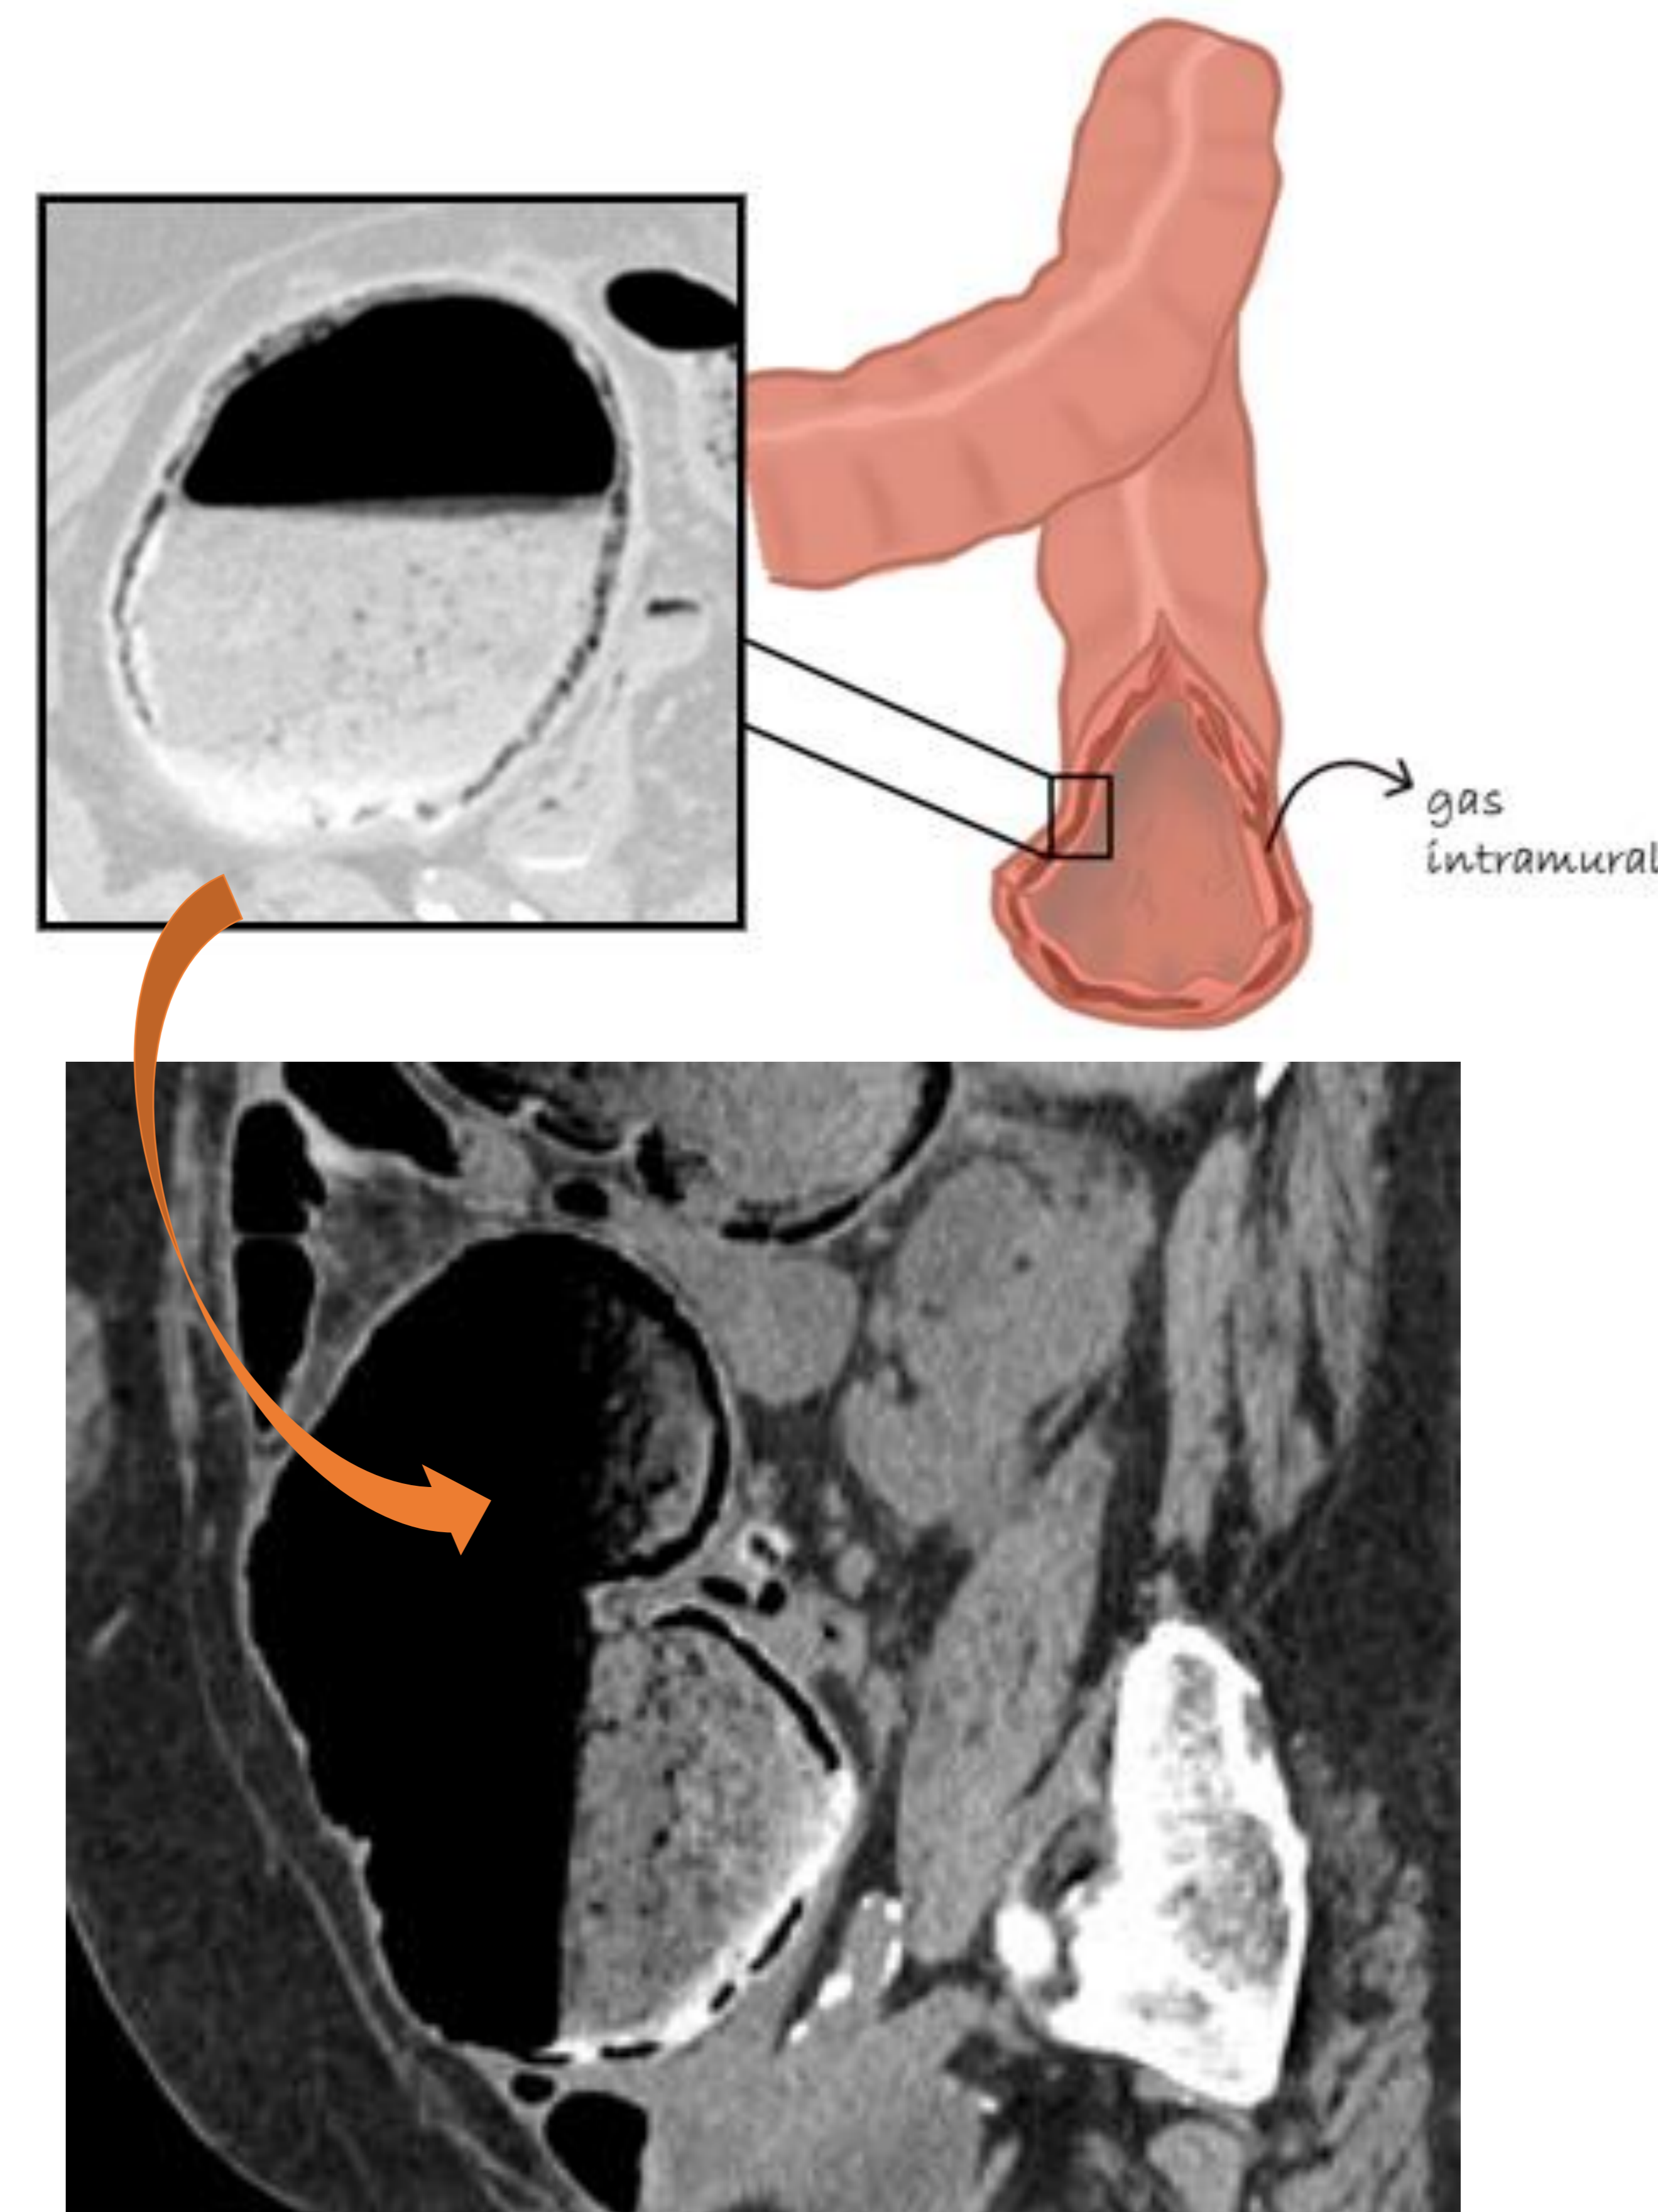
Corte axial y sagital de TC: Llamativa dilatación del colon ascendente y ciego (9,6cm de calibre) con adelgazamiento mural y signos de neumatosis (flecha). Moderada estriación de la grasa e ingurgitación del meso.
